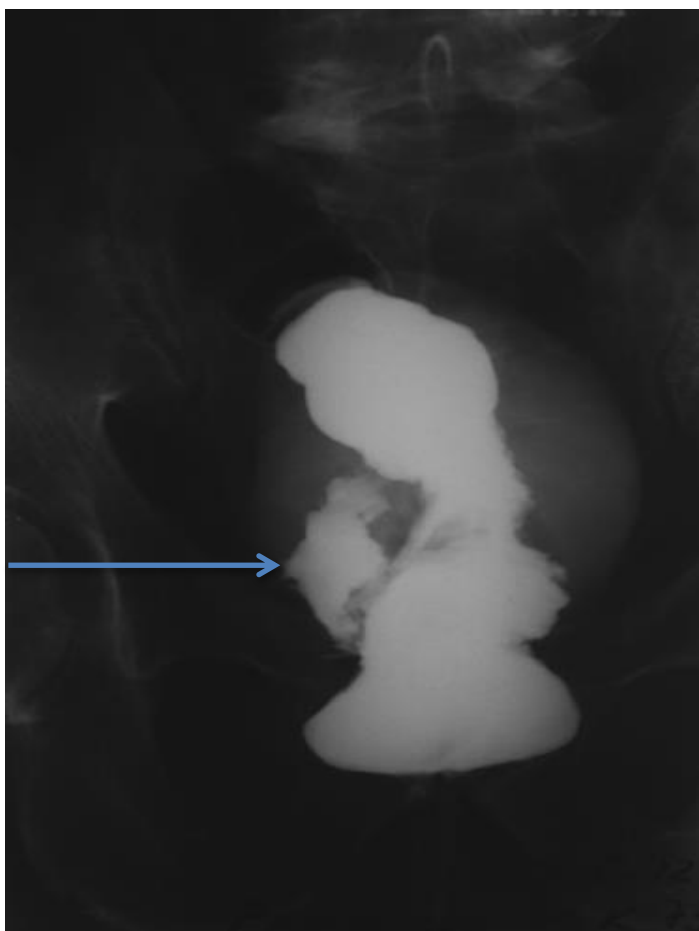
Рентгенограмма пациента Р., 74 лет, а/к О-1188-12. При заполнении ампулы прямой кишки имеется выход контрастного вещества за пределы стенки кишки с формированием параректальной полости размерами 6,0×3,0 см. Стрелкой указана патологическая параректальная полость, расположенная по правой полуокружности прямой кишки.
